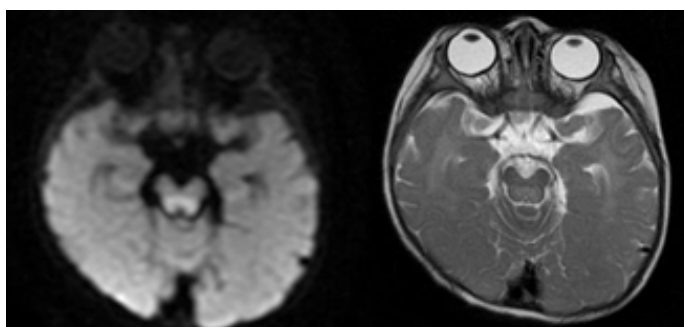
Restricción en DWI a nivel del mesencéfalo (imagen izquierda). Secuencia T2 (imagen derecha)
